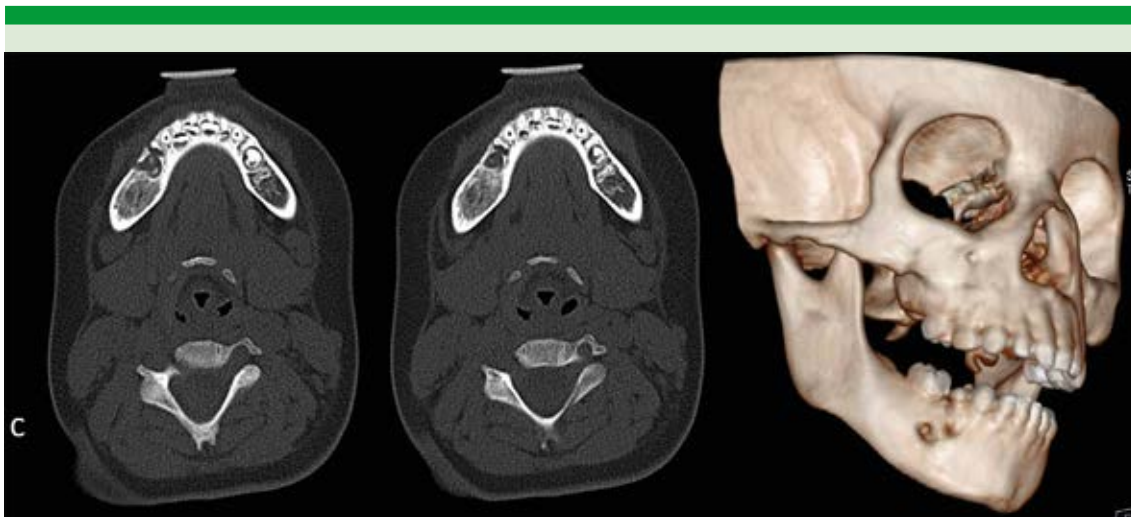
Tomografía de cuello simple, cortes axiales con técnica para hueso con reconstrucción en 3D. Se evidencian dos pequeñas imágenes redondeadas de aspecto lítico hacia la cara externa del cuerpo de la mandíbula en el lado derecho, que miden 3.7 y 3.5 mm, que entran en contacto con los alvéolos dentarios adyacentes, no se observa afectación de tejidos blandos.
